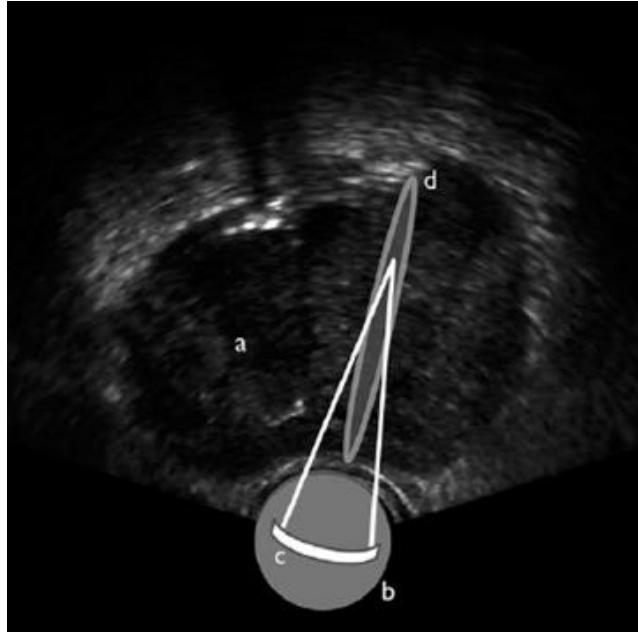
Focalização do feixe de ultrassom no tecido alvo. Adaptado de *High-Intensity Focused Ultrasound: Ready for Primetime*. (49)
